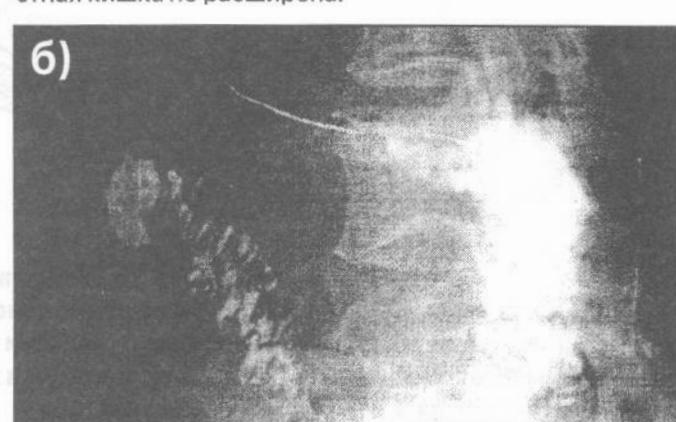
Рентгенограмма больной 3. 45 лет. а – исследование до операции: при дуоденографии отмечается значительное расширение двенадцатиперстной кишки, 1 – зона аретриомезентериальной компрессии; б – исследование через три года после операции: двенадцатиперстная кишка не расширена.
